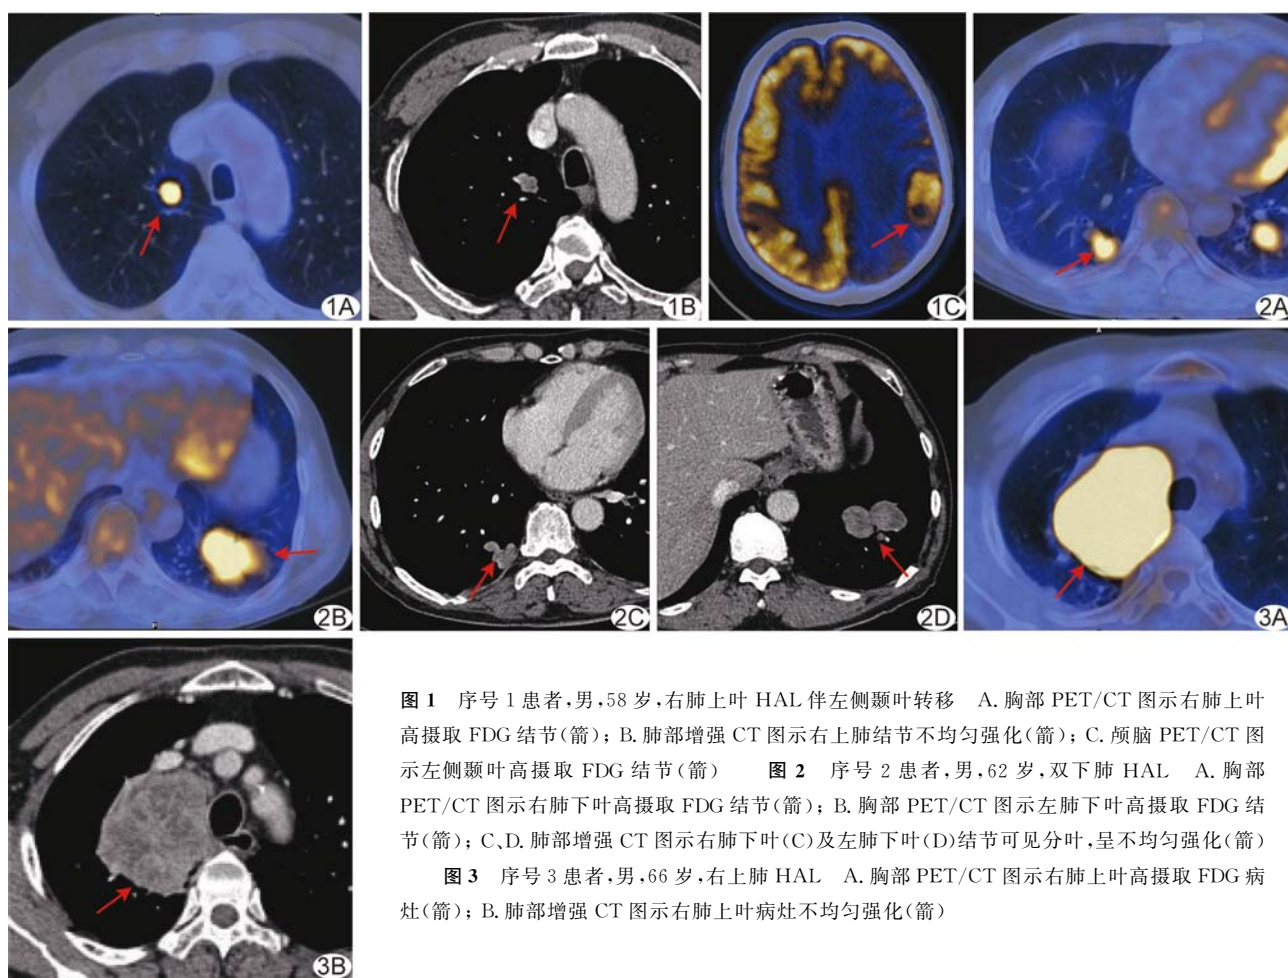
序号 1 患者,男,58 岁,右肺上叶 HAL 伴左侧颞叶转移 A. 胸部 PET/CT 图示右肺上叶高摄取 FDG 结节(箭); B. 肺部增强 CT 图示右上肺结节不均匀强化(箭); C. 颅脑 PET/CT 图示左侧颞叶高摄取 FDG 结节(箭) 图 2 序号 2 患者,男,62 岁,双下肺 HAL A. 胸部 PET/CT 图示右肺下叶高摄取 FDG 结节(箭); B. 胸部 PET/CT 图示左肺下叶高摄取 FDG 结节(箭); C、D. 肺部增强 CT 图示右肺下叶(C)及左肺下叶(D)结节可见分叶,呈不均匀强化(箭)
